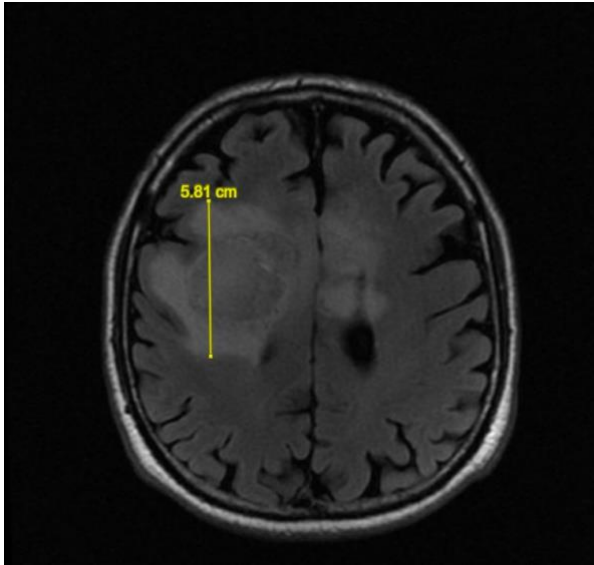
sezione assiale di MRI FLAIR con misurazione del diametro antero-posteriore del GBM.
